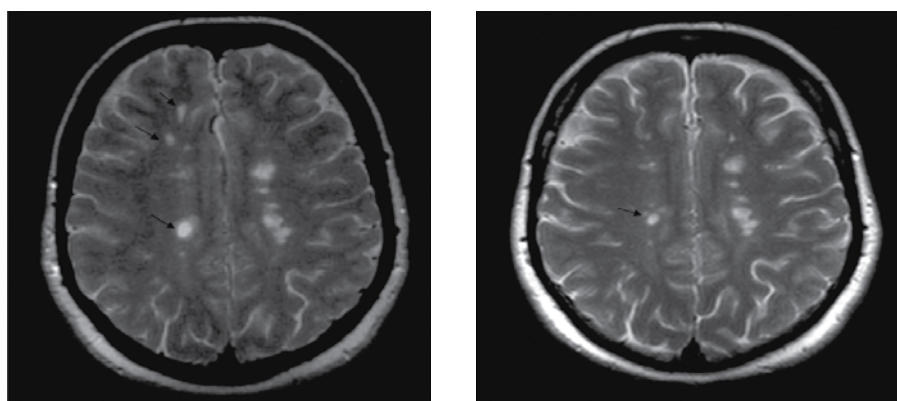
МРТ головного мозга. Слева: Pd+T2 (2005 г.). Справа: Pd+T2 (2008 г.)
